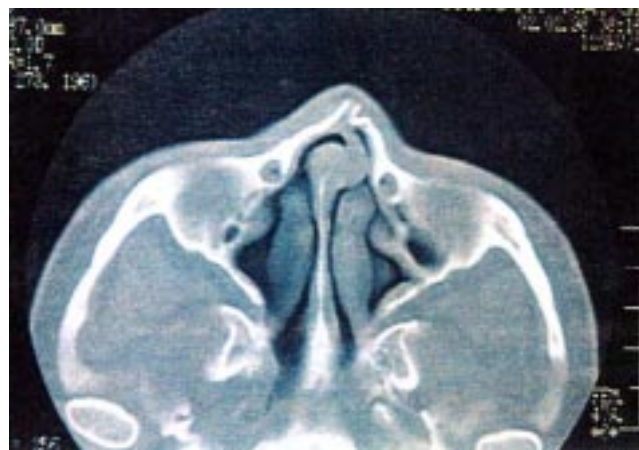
TAC, fractura de huesos propios y septum nasal mostrando gran desviación de la pirámide nasal y del septum cartilagosos.
